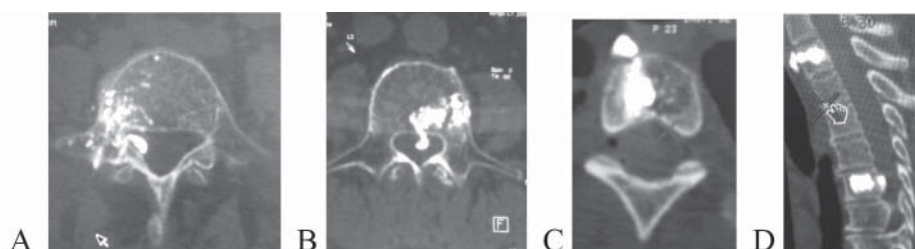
Imagini CT postoperatorie de complicații a VTP A, B, C, D. A- secțiune axială după vertebroplastie cu extravazarea cimentului în pediculul vertebral și foraminal dreapta; B- extravazarea cimentului prin defectul osos în canalul spinal; C- imagine axială extravazarea cimentului prin defectul osos anterior subligamentar; D- secțiune sagitală de extravazare a cimentului în canalul spinal și anterior subligamentar
